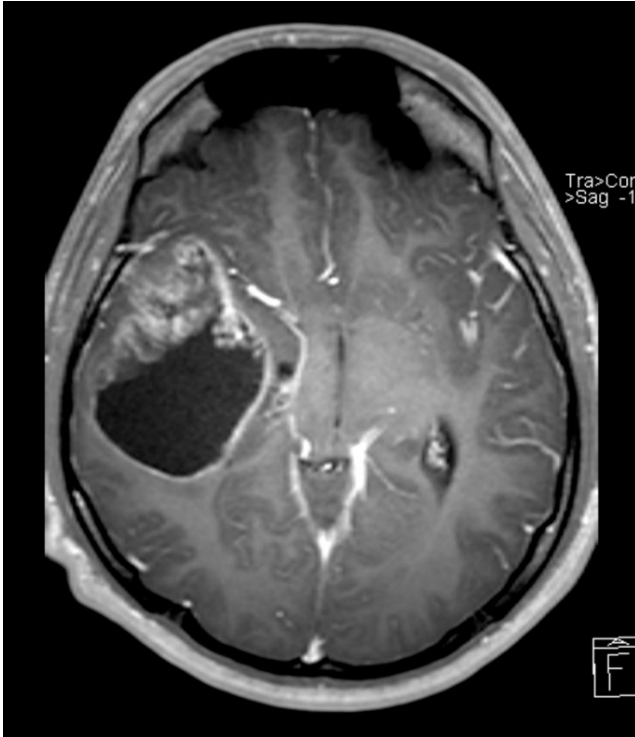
MRT-Bildgebung eines Patienten mit einem Glioblastoma multiforme MRT-Bildgebung mit Kontrastmittel in T1-Wichtung, axial, eines 15 Jahre alten männlichen Patienten mit einem Glioblastoma multiforme (WHO Grad IV) aus der HIT-HGG Datenbank. In der rechten Großhirnhemisphäre zeigt sich eine Raumforderung mit inhomogener, sowohl girlandenartiger als auch ringförmiger Kontrastmittelanreicherung. Auffällig ist zu dem eine Verlagerung der Mittellinie.
